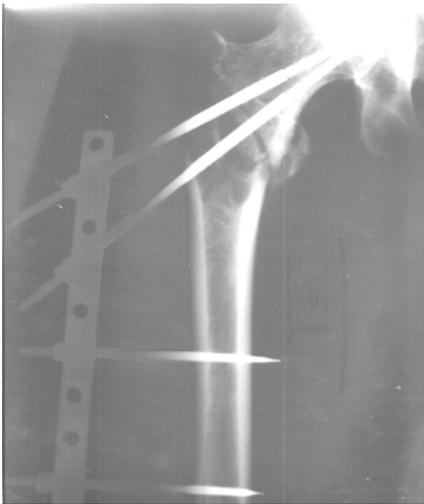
Интраоперационный рентгенконтроль
